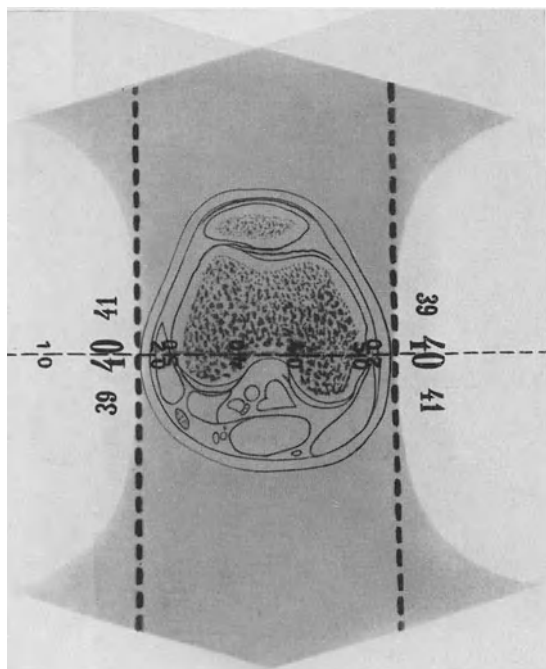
Röntgeninfiltration eines kleinen Gliedmaßenquerschnittes nach Bolusanbau und Bolusunterbau mit zwei großen gegeneinander gerichteten Strahlenkegeln.
